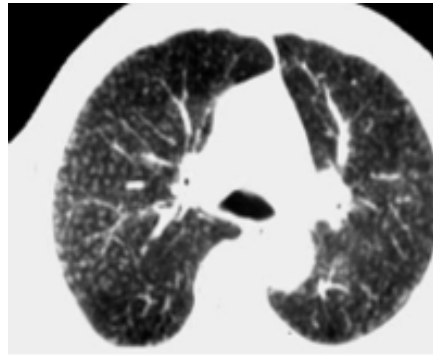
КТ ОГК на рівні біфуркації трахеї. Силікоз II ст В обох легенях розпорознені множинні вузликові утворення діаметром 2–3 мм. Зміни переважають у правій легені. Коріння легень поширене та ущільнене.
